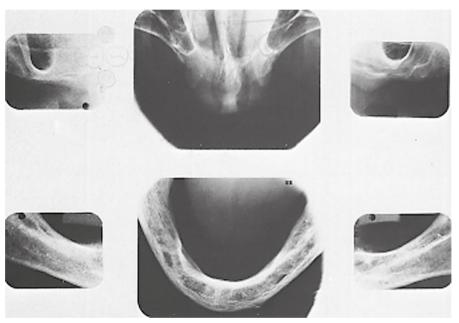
Série radiográfica ocluso-periapical de paciente edêntulo.
